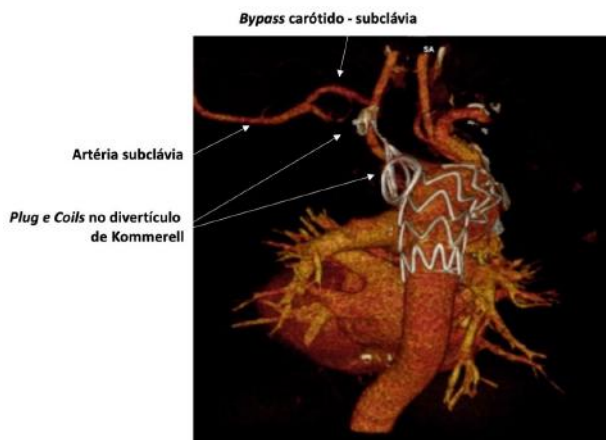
Reconstrução de angio TC follow-up aos 6 meses: bypass carótido-subclávia patente e a completa exclusão do aneurisma
